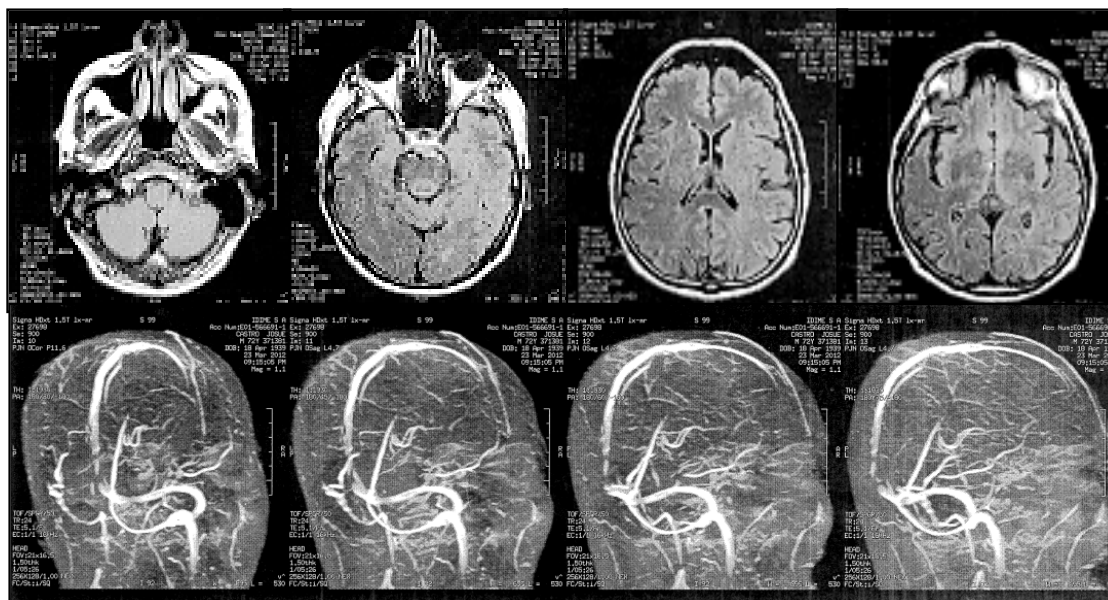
Resonancia cerebral en secuencia FLAIR (Arriba) y angioresonancia con fase venosa (Abajo) que no evidencian lesiones focales, hipoplasia del seno transversal izquierdo. Se encuentra dentro de límites normales.
